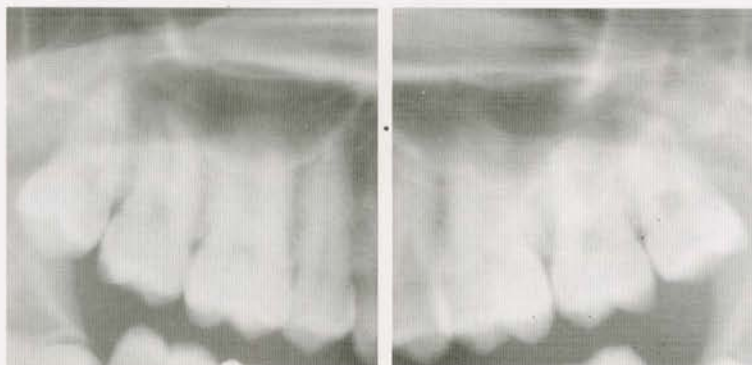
治療前のパノラマX線写真。根尖部の上顎洞への明らかな近接に注意。
